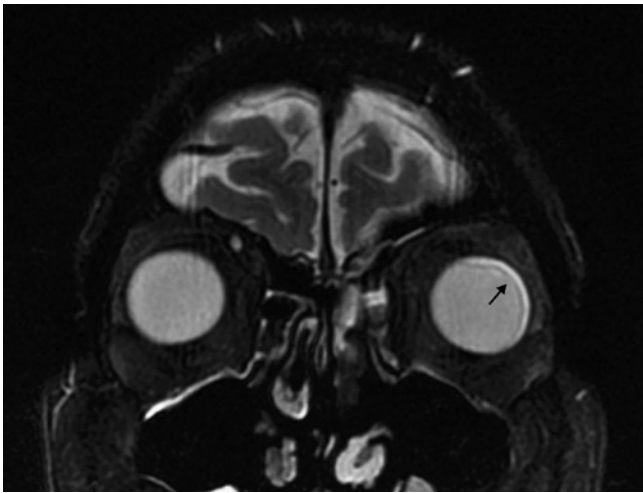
Tomografia computadorizada de órbitas mostrando delaminação lateral, medial e anterior do globo ocular esquerdo, compatível com endoftalmite
